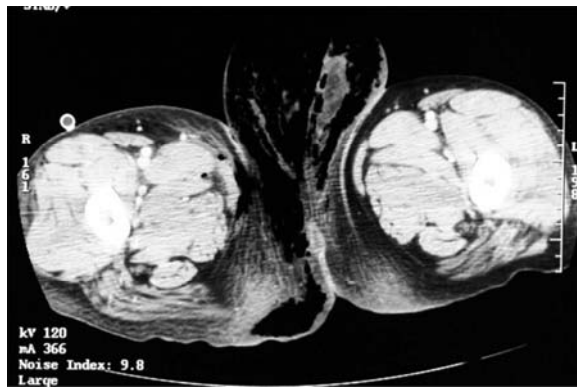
Computed tomography revealed subcutaneous air, a helpful indicator of necrotizing infection.
